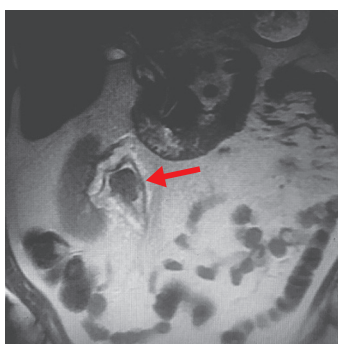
Магнитно-резонансная томография. Опухоль лоханки правой почки (указана стрелкой)
